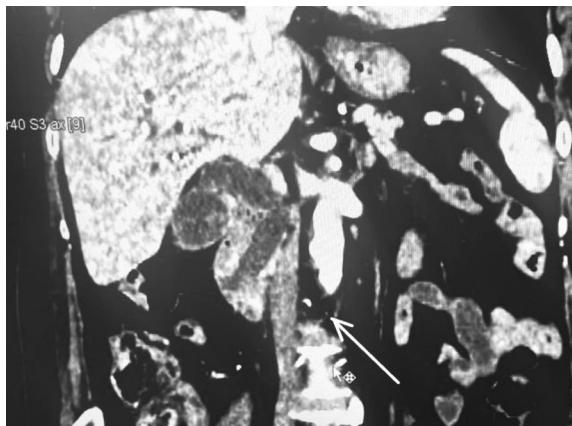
Компьютерная томография с контрастированием. Желчный пузырь с конкрементами, дилатация общего желчного протока, холедохолитиаз, стриктура терминального отдела холедоха (обозначена стрелкой)
